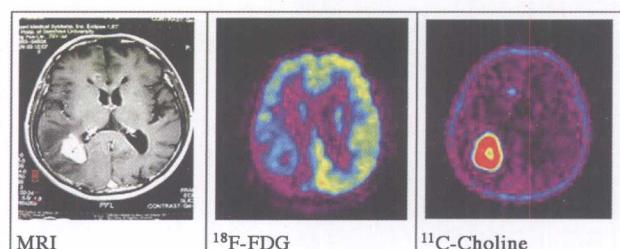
脑转移瘤, MRI 见两异常高信号病灶; PET 显示病灶 FDG 代谢低于正常皮层, 而高于正常白质区, 其中小病灶较难分辨; ^{11}C -CH 能更清晰地显示两病灶
